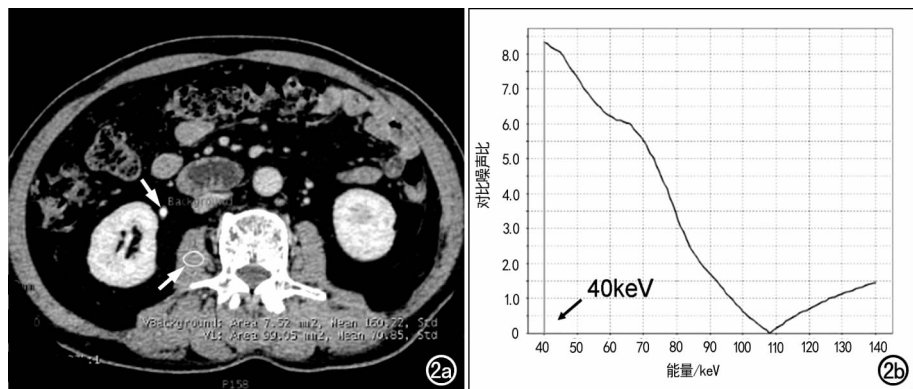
实质-肾盂期 GSI 数据后处理获得最佳单能图像。a) 能谱扫描横轴面 CT 图像,分别在腰大肌及输尿管腔内放置 ROI,代表软组织及背景;b) 最佳 CNR 曲线,曲线最高点对应 40keV,即为最佳单能量水平。
